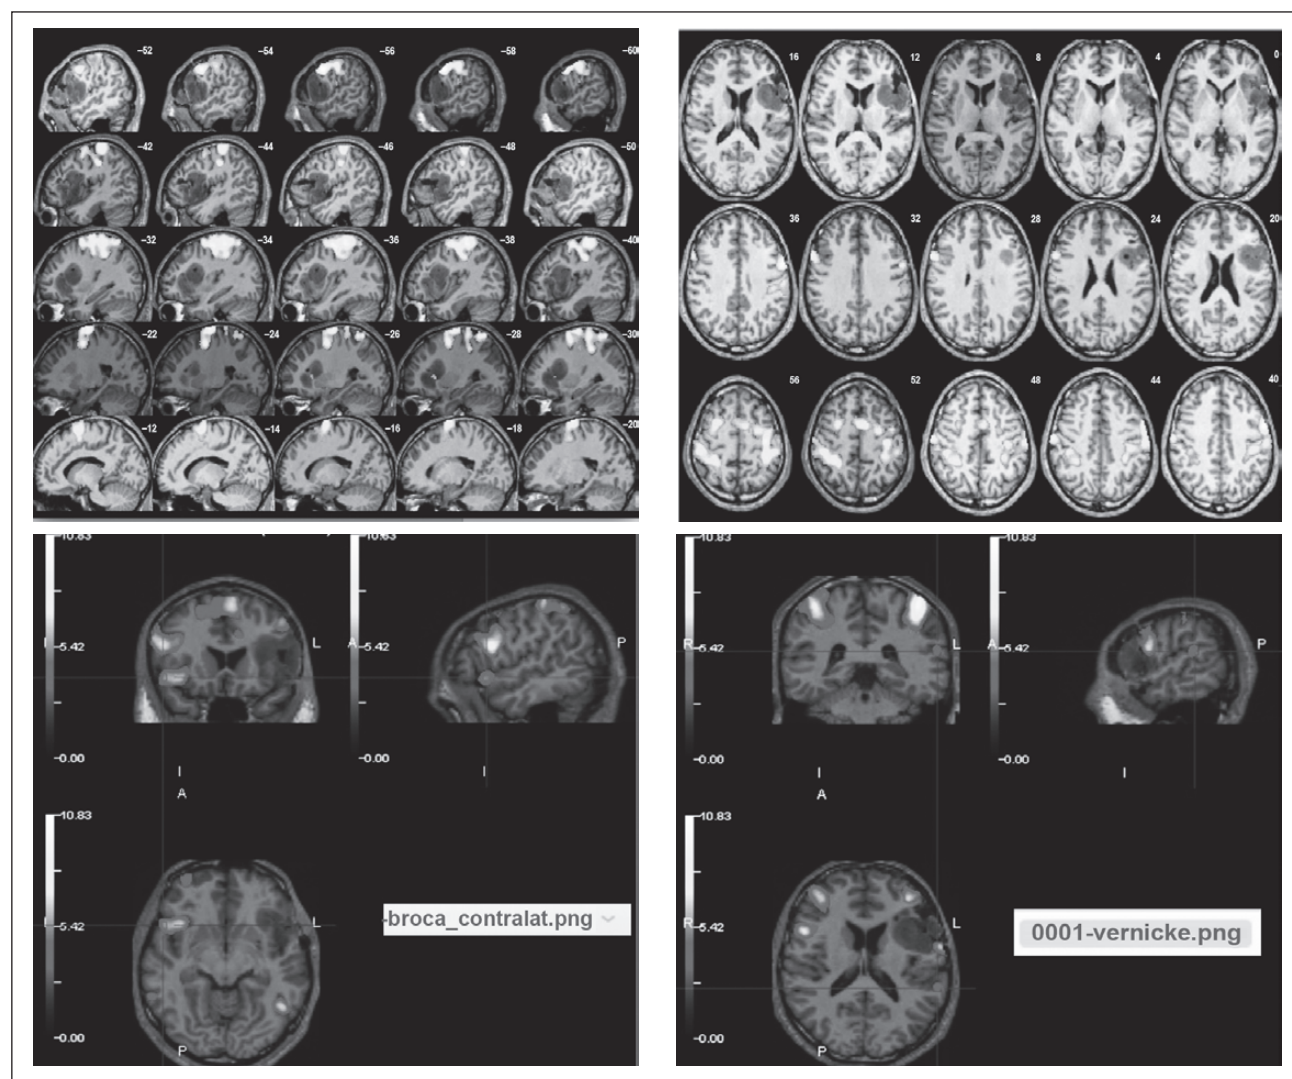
Functional MRI of the brain shows anatomical location of motor area, Broca's area and Wernicke's area in relation to tumor
